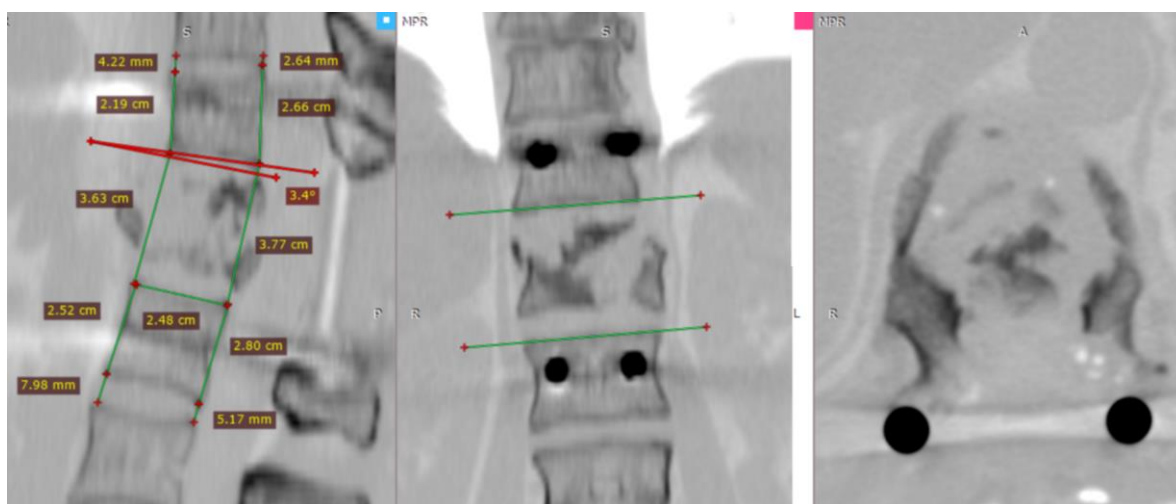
СКТ-исследование пациентки М. после первого этапа операции
